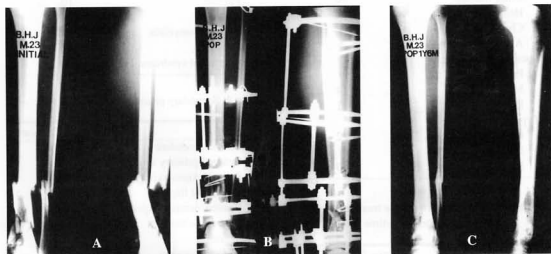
The initial roentgenograms of type IIIb open segmental comminuted tibial shaft fracture of a 23-year-old male.
